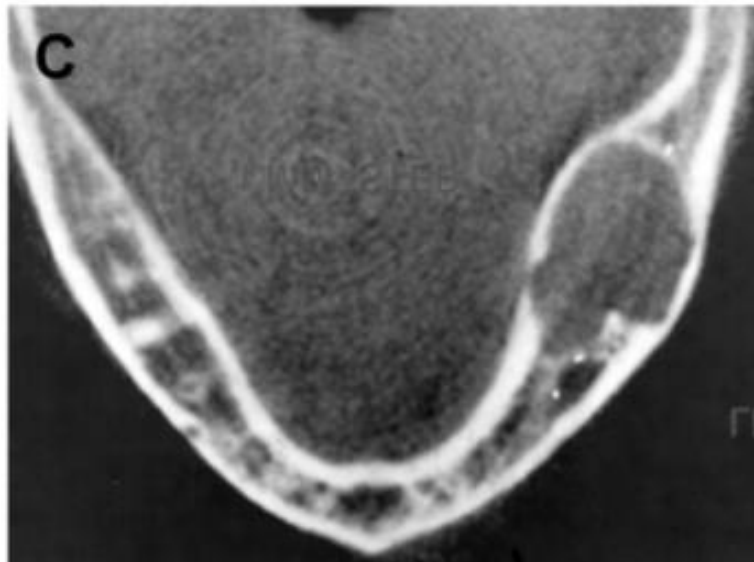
Tomografía computarizada que muestra que la lesión del FA, ha expandido y adelgazado corticales.¹¹
